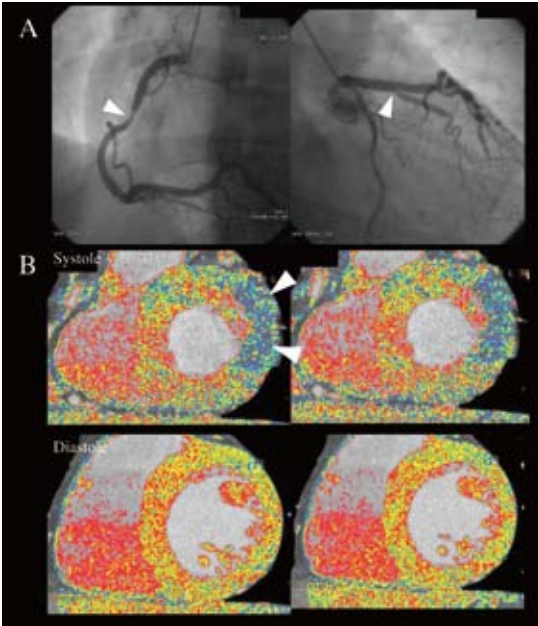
CAG and CT image of a 35-year-old young man with ACS.
